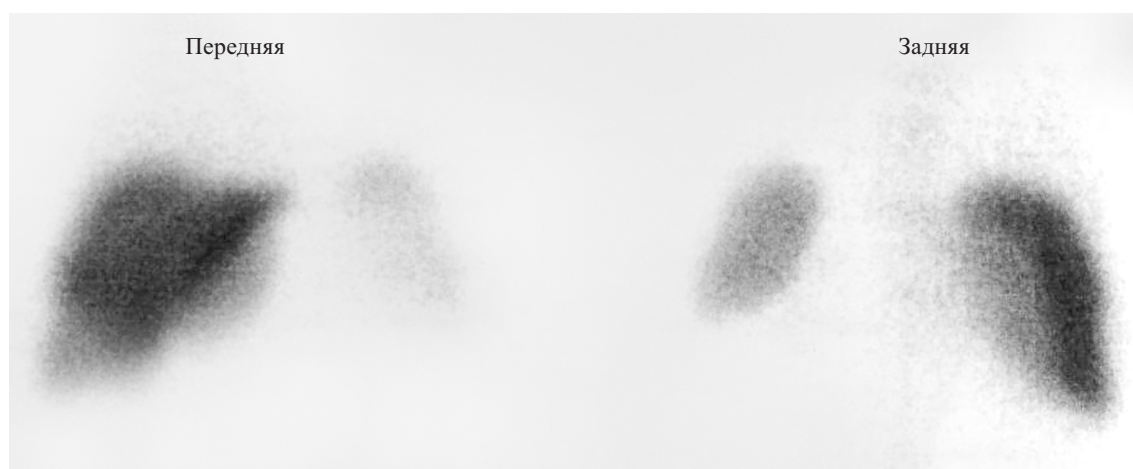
Сцинтиграфия печени
